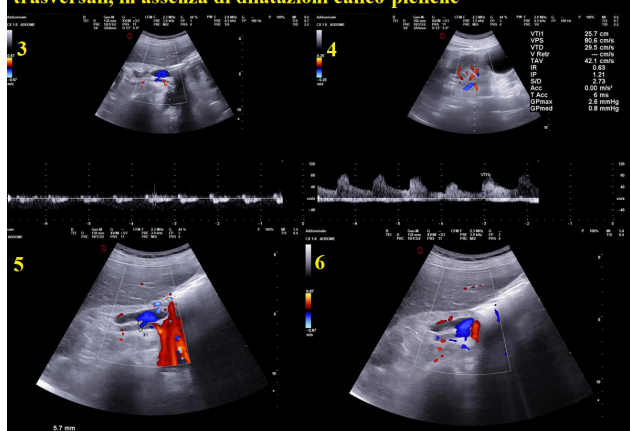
Studio con metodica Color-Doppler dei reni. Il rene sinistro (Fig. 4) non presenta alterazioni vascolari, al contrario l'arteria renale destra (Fig. 3,5,6) pur avendo un calibro regolare appare possedere lume ecogeno privo di segnali vascolari.
